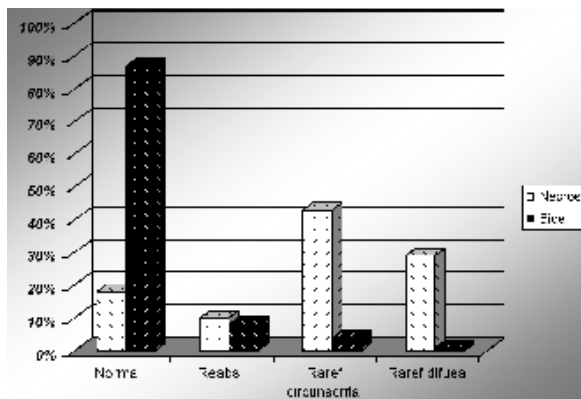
Distribuição do estado do osso periapical nos dentes tratados com biopulpectomias e com necropulpectomias. (Frequência de Reabs. - reabsorvido, Raref circunscrita - rarefacção circunscrita, Raref difusa - rarefacção difusa)
